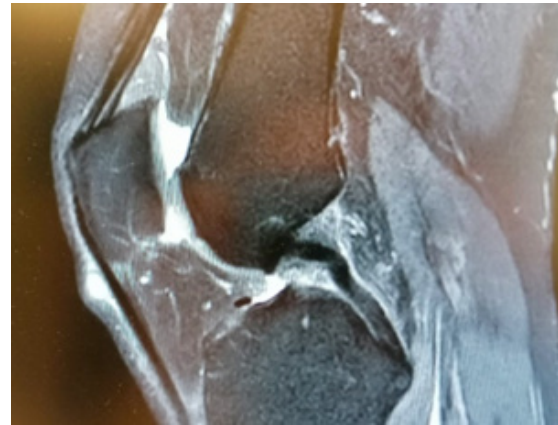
Pre-op sagittal T2 MRI images of knee with soft tissue mass
